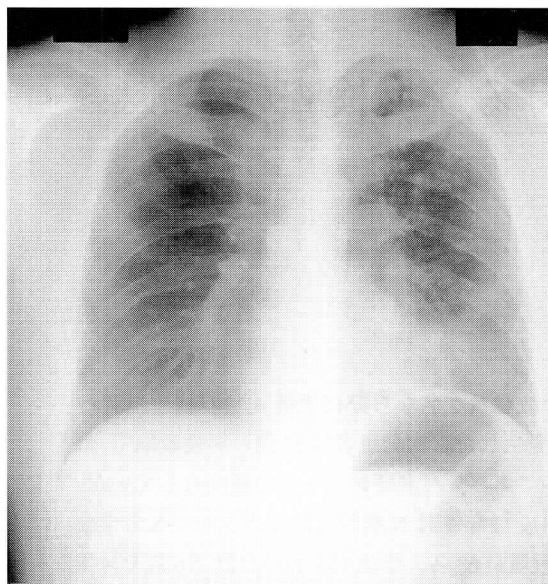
Chest X-ray film on admission showing cavities and moderate contraction in both upper lobes (b II 2)
